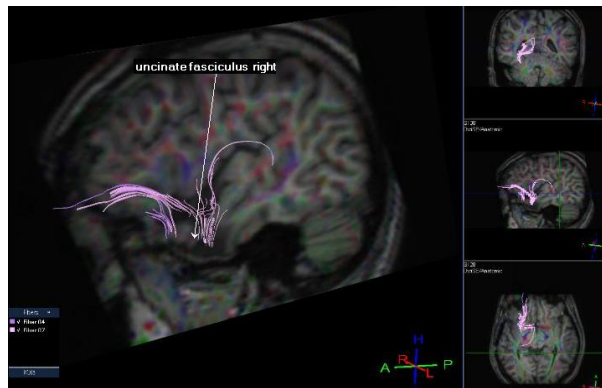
(Г) – МРТ трактография больной С., 13 лет после операции. Ист.б. №1724-06.
